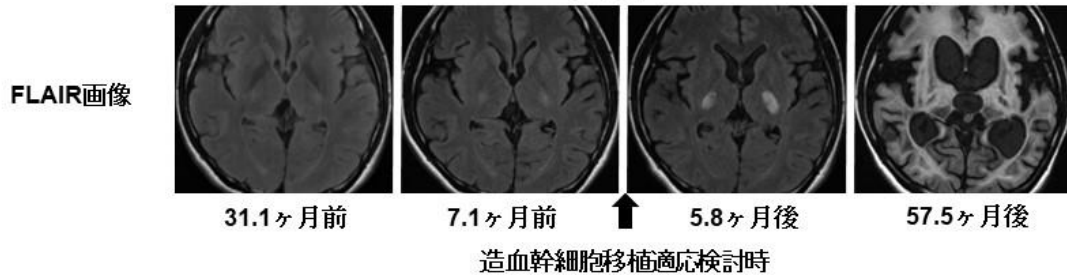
造血幹細胞移植施行/非施行副腎白質ジストロフィー症例の頭部MRIの変化
